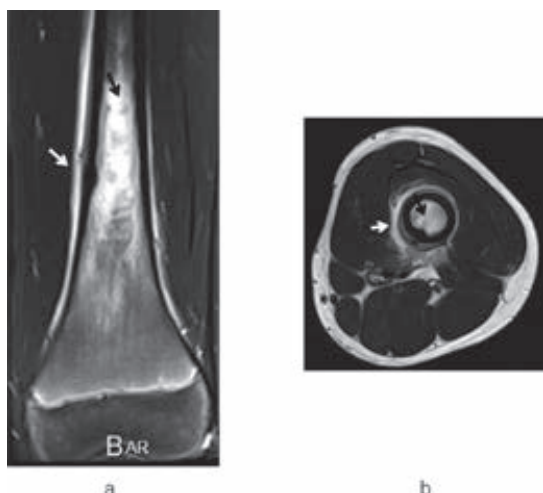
代表症例の初診時単純 MRI の T2 強調画像。冠状断像(a), 横断像(b)ともに髄内変化(黒矢印)や骨膜反応(白矢印)が認められた。髄内変化は境界不明瞭であり, 骨膜反応は均一で連続性があり, 最表面に一層の高信号領域が認められた。
